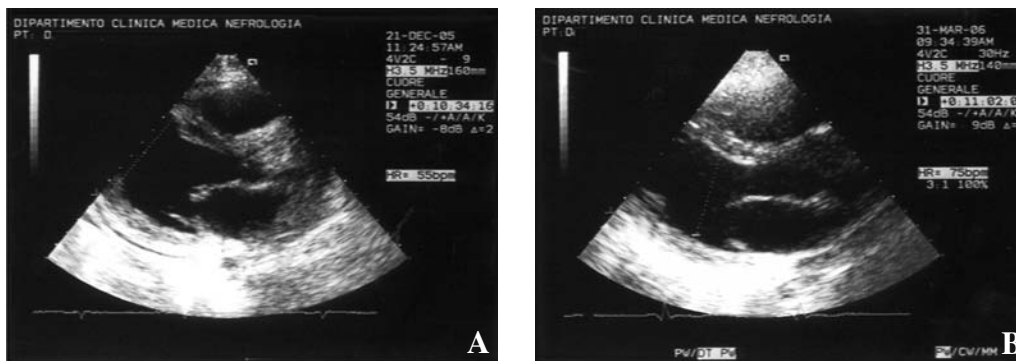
Sezione parasternale asse lungo. Caso di miopericardite in corso di lupus eritematoso sistemico all'esordio (A) e in remissione (B). A: si noti l'aspetto globoso del ventricolo sinistro che è dilatato e globalmente ipocinetico. È presente lieve versamento pericardico. B: normalizzazione dei diametri e della cinetica del ventricolo sinistro e scomparsa del versamento pericardico.
